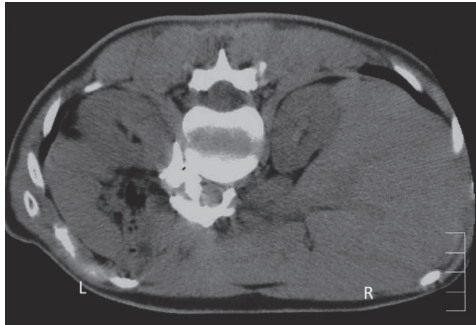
外側アプローチでの腹腔神経叢ブロック時のCTでの造影剤の拡がり
